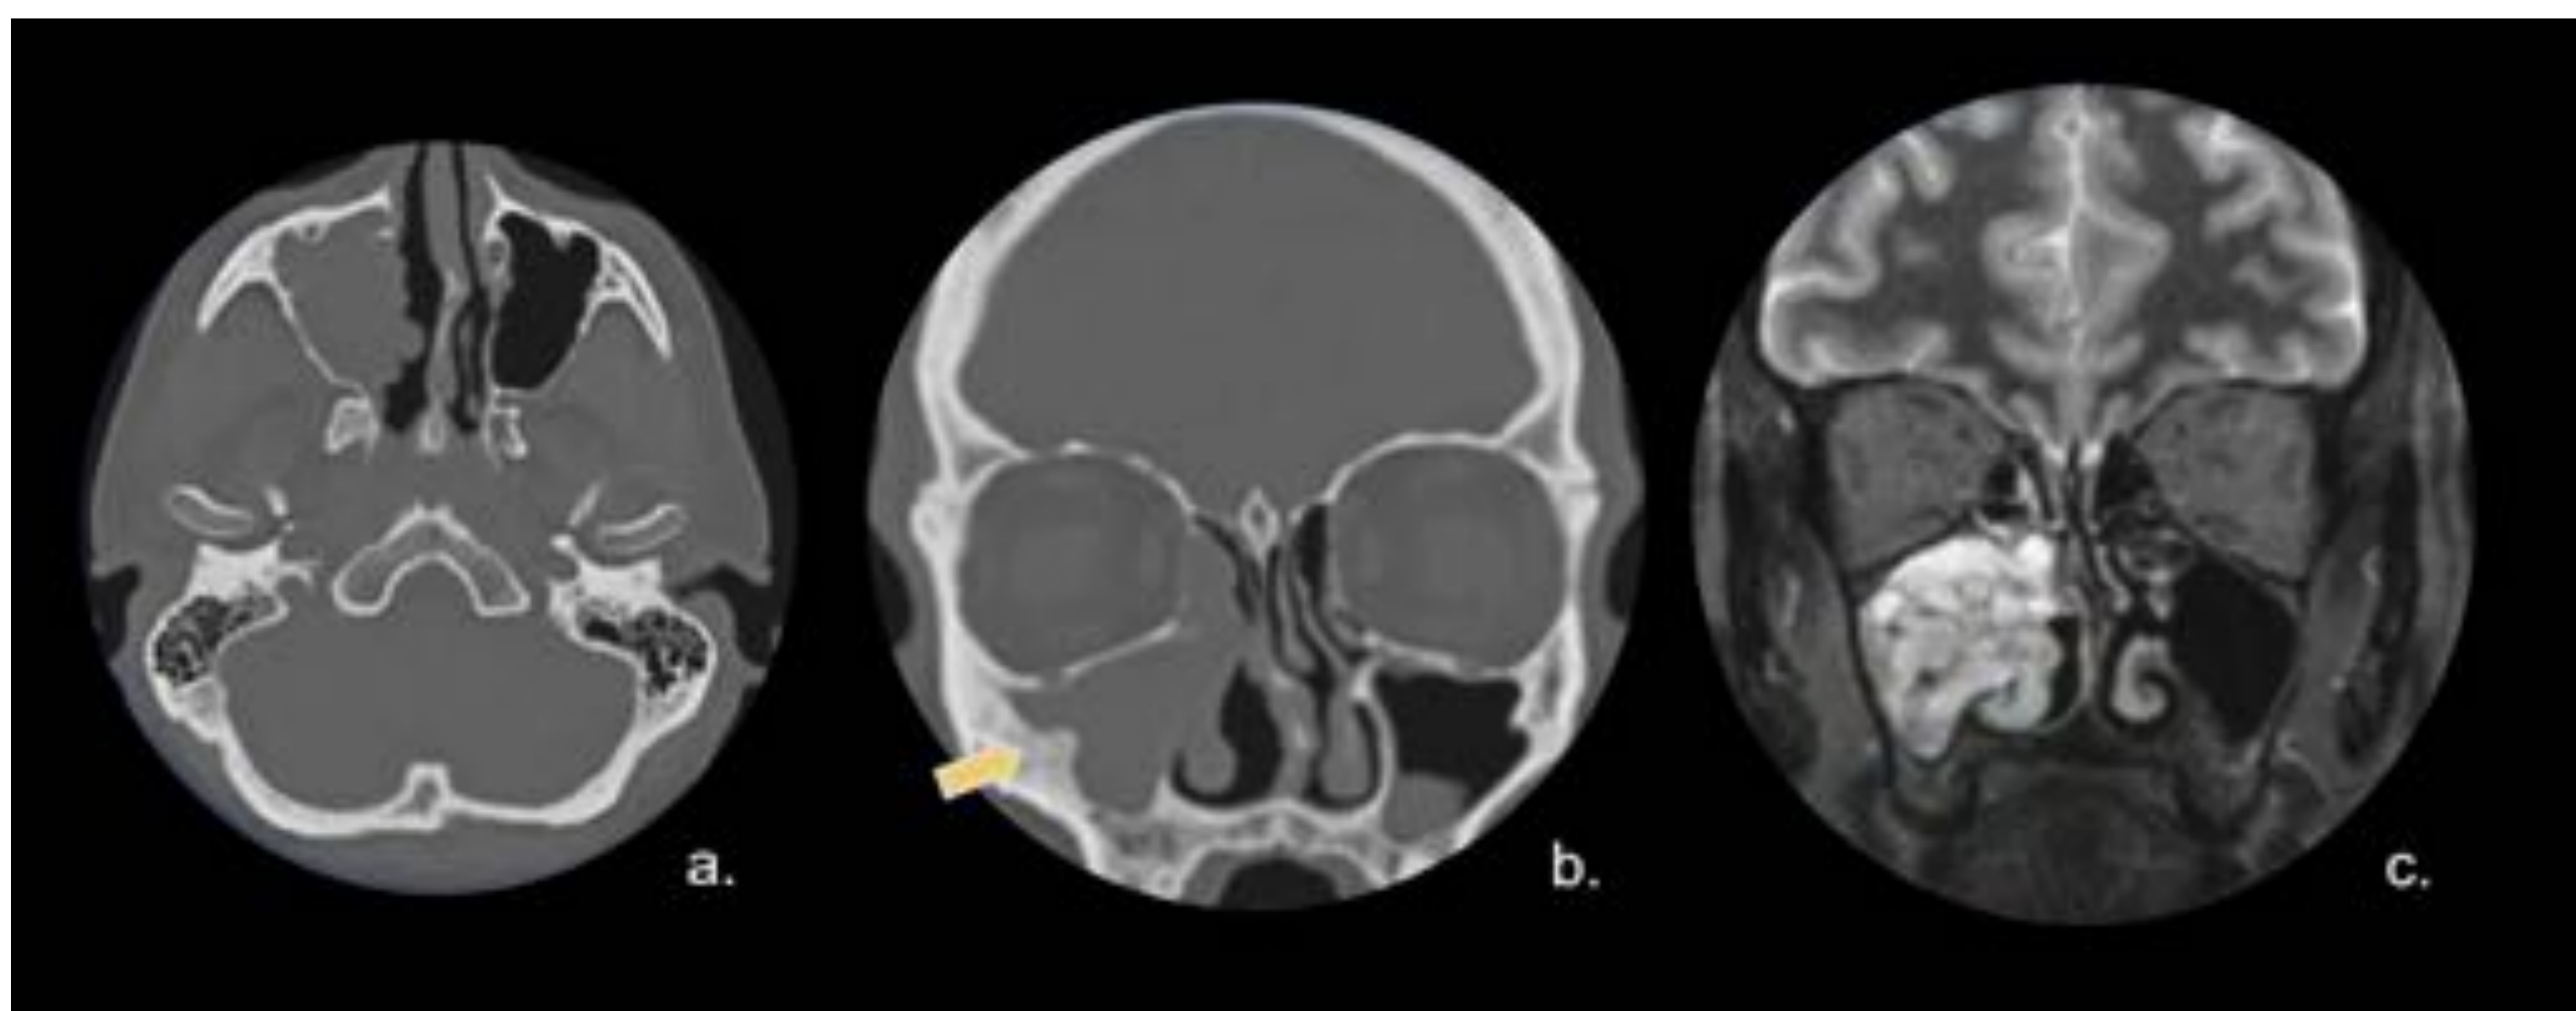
Papiloma invertido. TC con ventana ósea en corte axial (a.) y coronal (b.). masa de densidad de tejidos blandos en el seno maxilar derecho. Hiperostosis focal en forma de cono. (flecha). RM T2 corte axial (c.) Muestra un patrón cerebriforme contorneado. Referencia: Hospital Universitario Severo Ochoa. Leganés - España.
